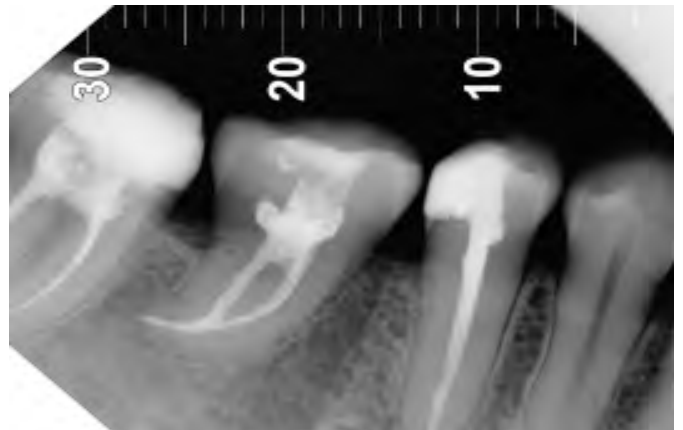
q Periapical control 1 año.
